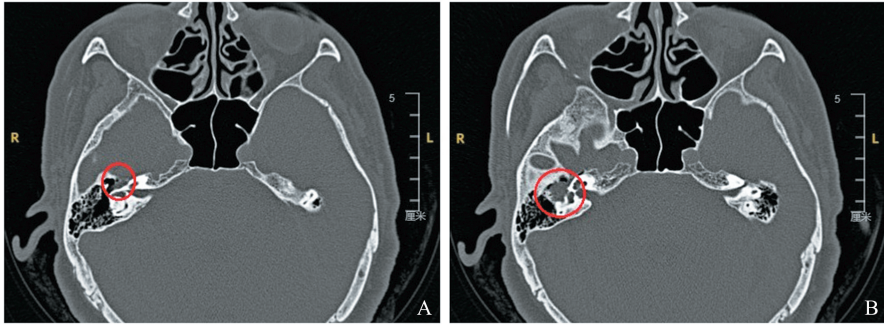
颞骨 HRCT(水平位)提示右侧鼓室软组织密度影,范围自面神经膝状神经节 (A:红色圆圈)至锥段(B:红色圆圈)
